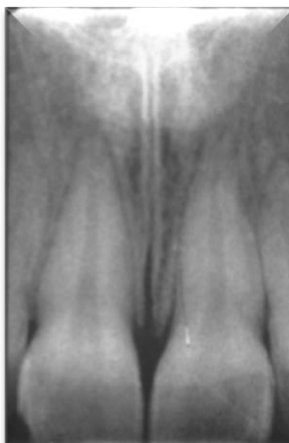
Radiografia periapical em que a sutura intermaxilar está aberta. (Adaptado de Shashua *et al.* (1999) ⁽¹⁴⁾).
